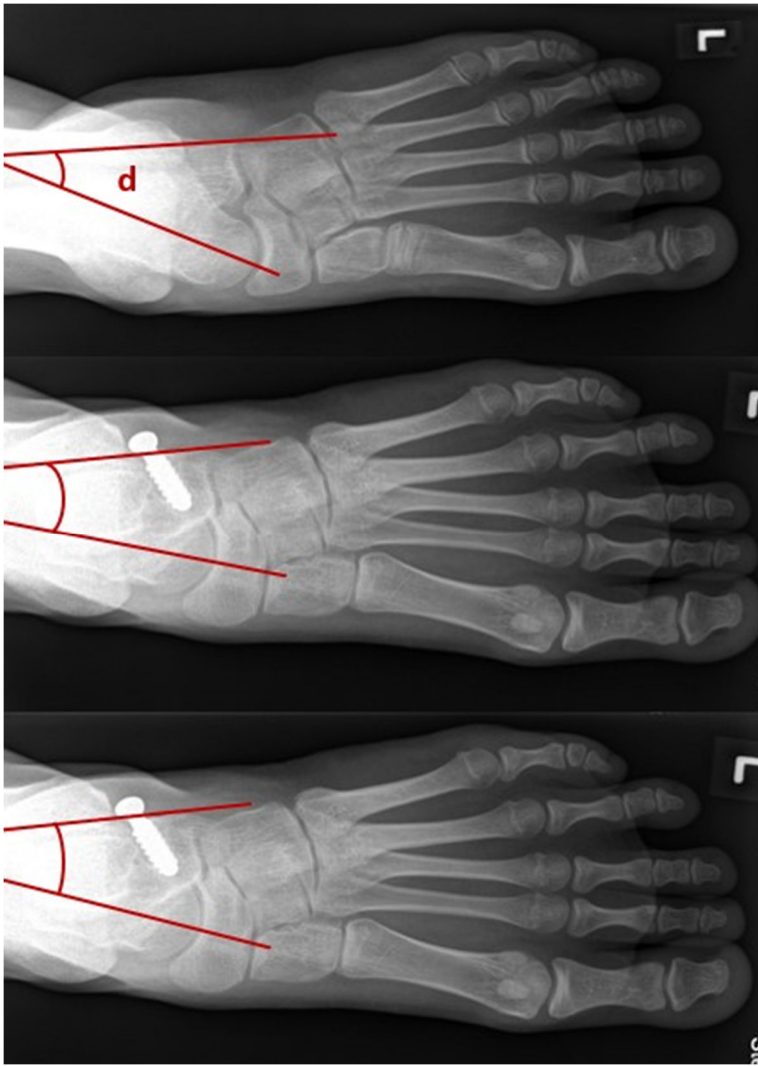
Röntgenbilder a. p.-Strahlengang : Fuß links, präoperativ, postoperativ, Follow-up (v.o.n.u.); d = TCA a. p.; (Bestand Universitätsklinikum Düsseldorf, genehmigte Nutzung von Univ.-Prof. Dr. med. Antoch), modifiziert nach [2]
